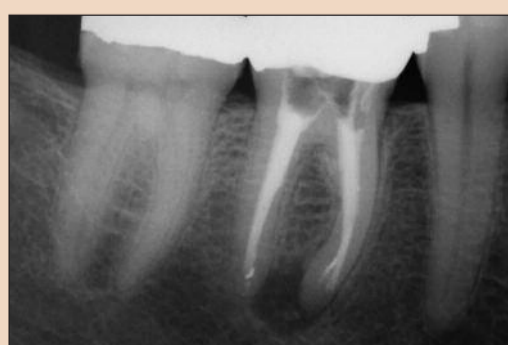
Послеоперационная рентгенограмма.
